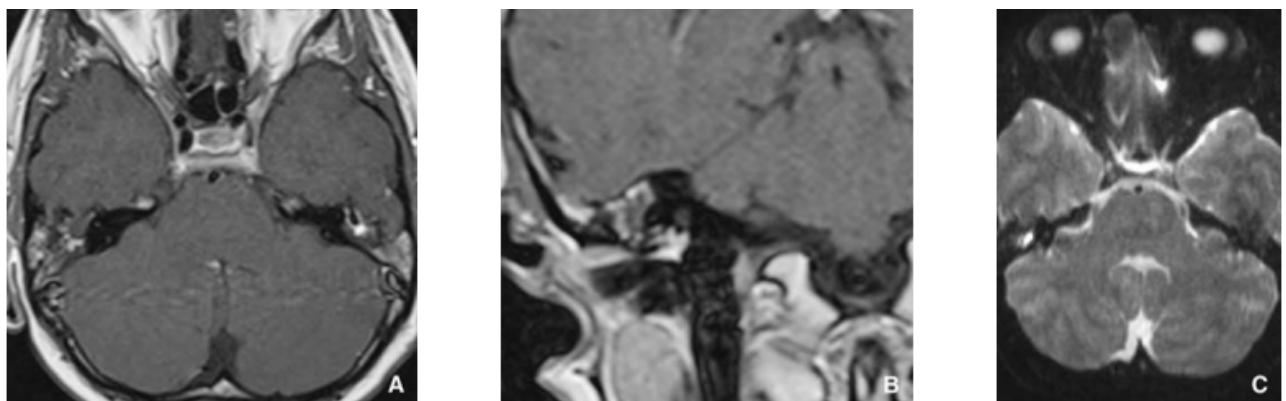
32. Cholestéatome typique en imagerie par résonance magnétique (IRM). Les coupes axiale (A) et coronale (B) T1 injectées tardives (trois quarts d'heure après injection de chélates de gadolinium) montrent à droite une prise de contraste de l'oreille moyenne avec, au niveau de la partie antérieure et interne du mésotympan, une image ovale de l'attique ne se rehaussant pas après injection. La coupe coronale montre l'absence de prise de contraste méningée. La coupe axiale en séquence de diffusion B1000 (C) met en évidence un franc hypersignal très évocateur du diagnostic de cholestéatome survenant au sein d'une oreille moyenne comblée et inflammatoire.(2)
